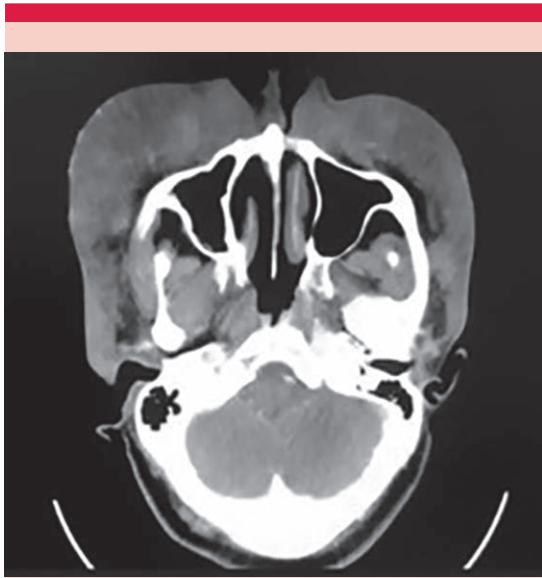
Tomografía axial computada de cara y senos paranasales. Se observa marcado engrosamiento de la piel y el tejido celular subcutáneo de las regiones frontales, la pirámide nasal, preseptales, cigomáticas, malares y maxilares superiores.
